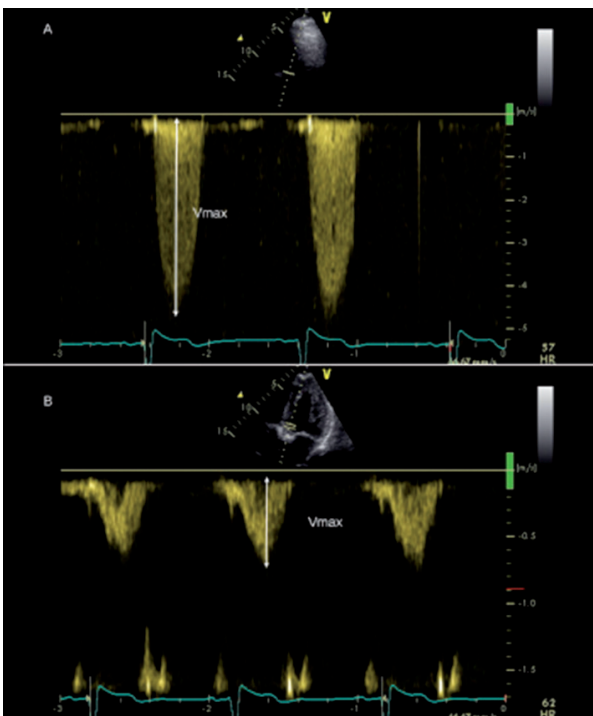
Estimation de la sévérité de la sténose aortique par échocardiographie Doppler.
